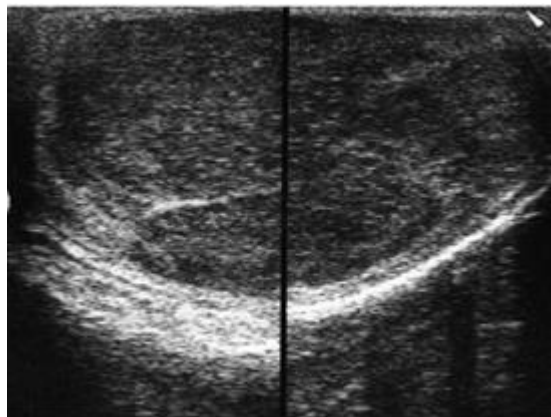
Imagen por ultrasonido de un seminoma
